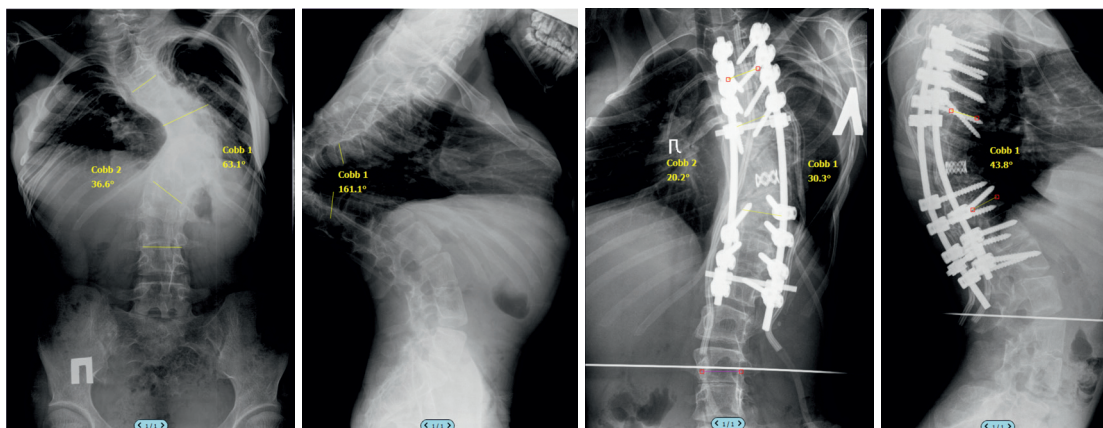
Рентгенограммы пациентки 17 лет с врожденным прогрессирующим кифосколиозом на фоне асимметричных бабочковидных позвонков Th7,9. Синдром Лангера-Гидиона.
